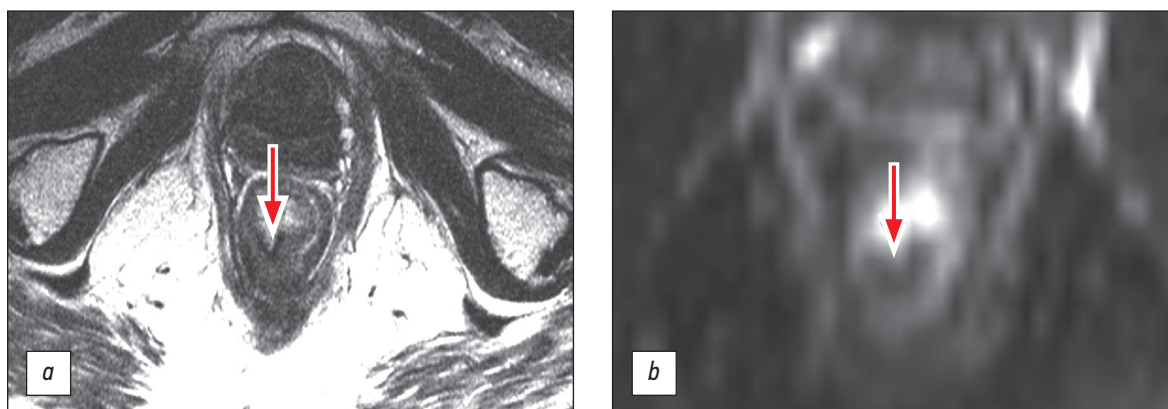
新辅助化疗后1个月下段壶腹直肠癌磁共振成像, ymrT1-0, TRG2: a—T2-WI; b—弥散加权成像 (DWI)。肿瘤被一个薄薄的纤维疤痕代替, 没有扩散受限的迹象(箭头所示)。
